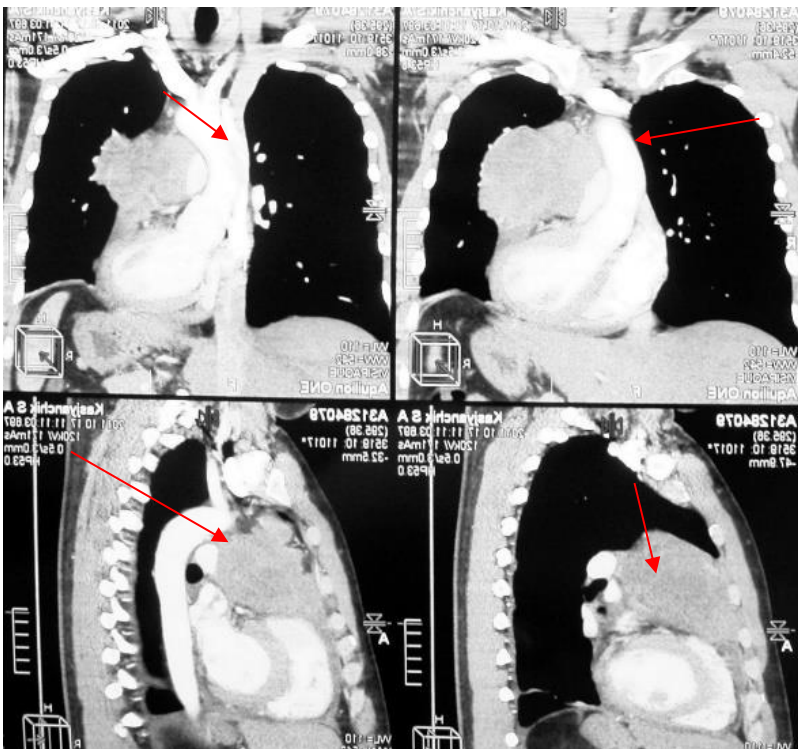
МСКТ пациента К. с инвазией злокачественной тимомы в легочный ствол.
